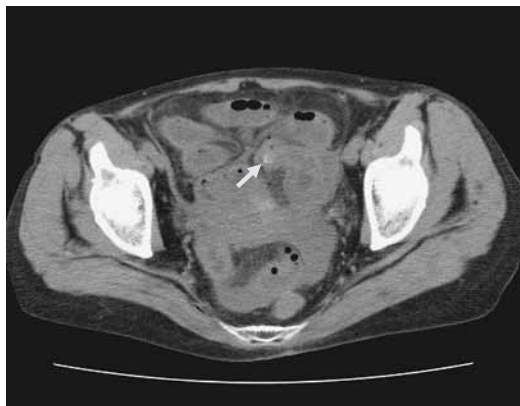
Axial computed tomography image shows protruded Meckel's diverticulum with calcification
